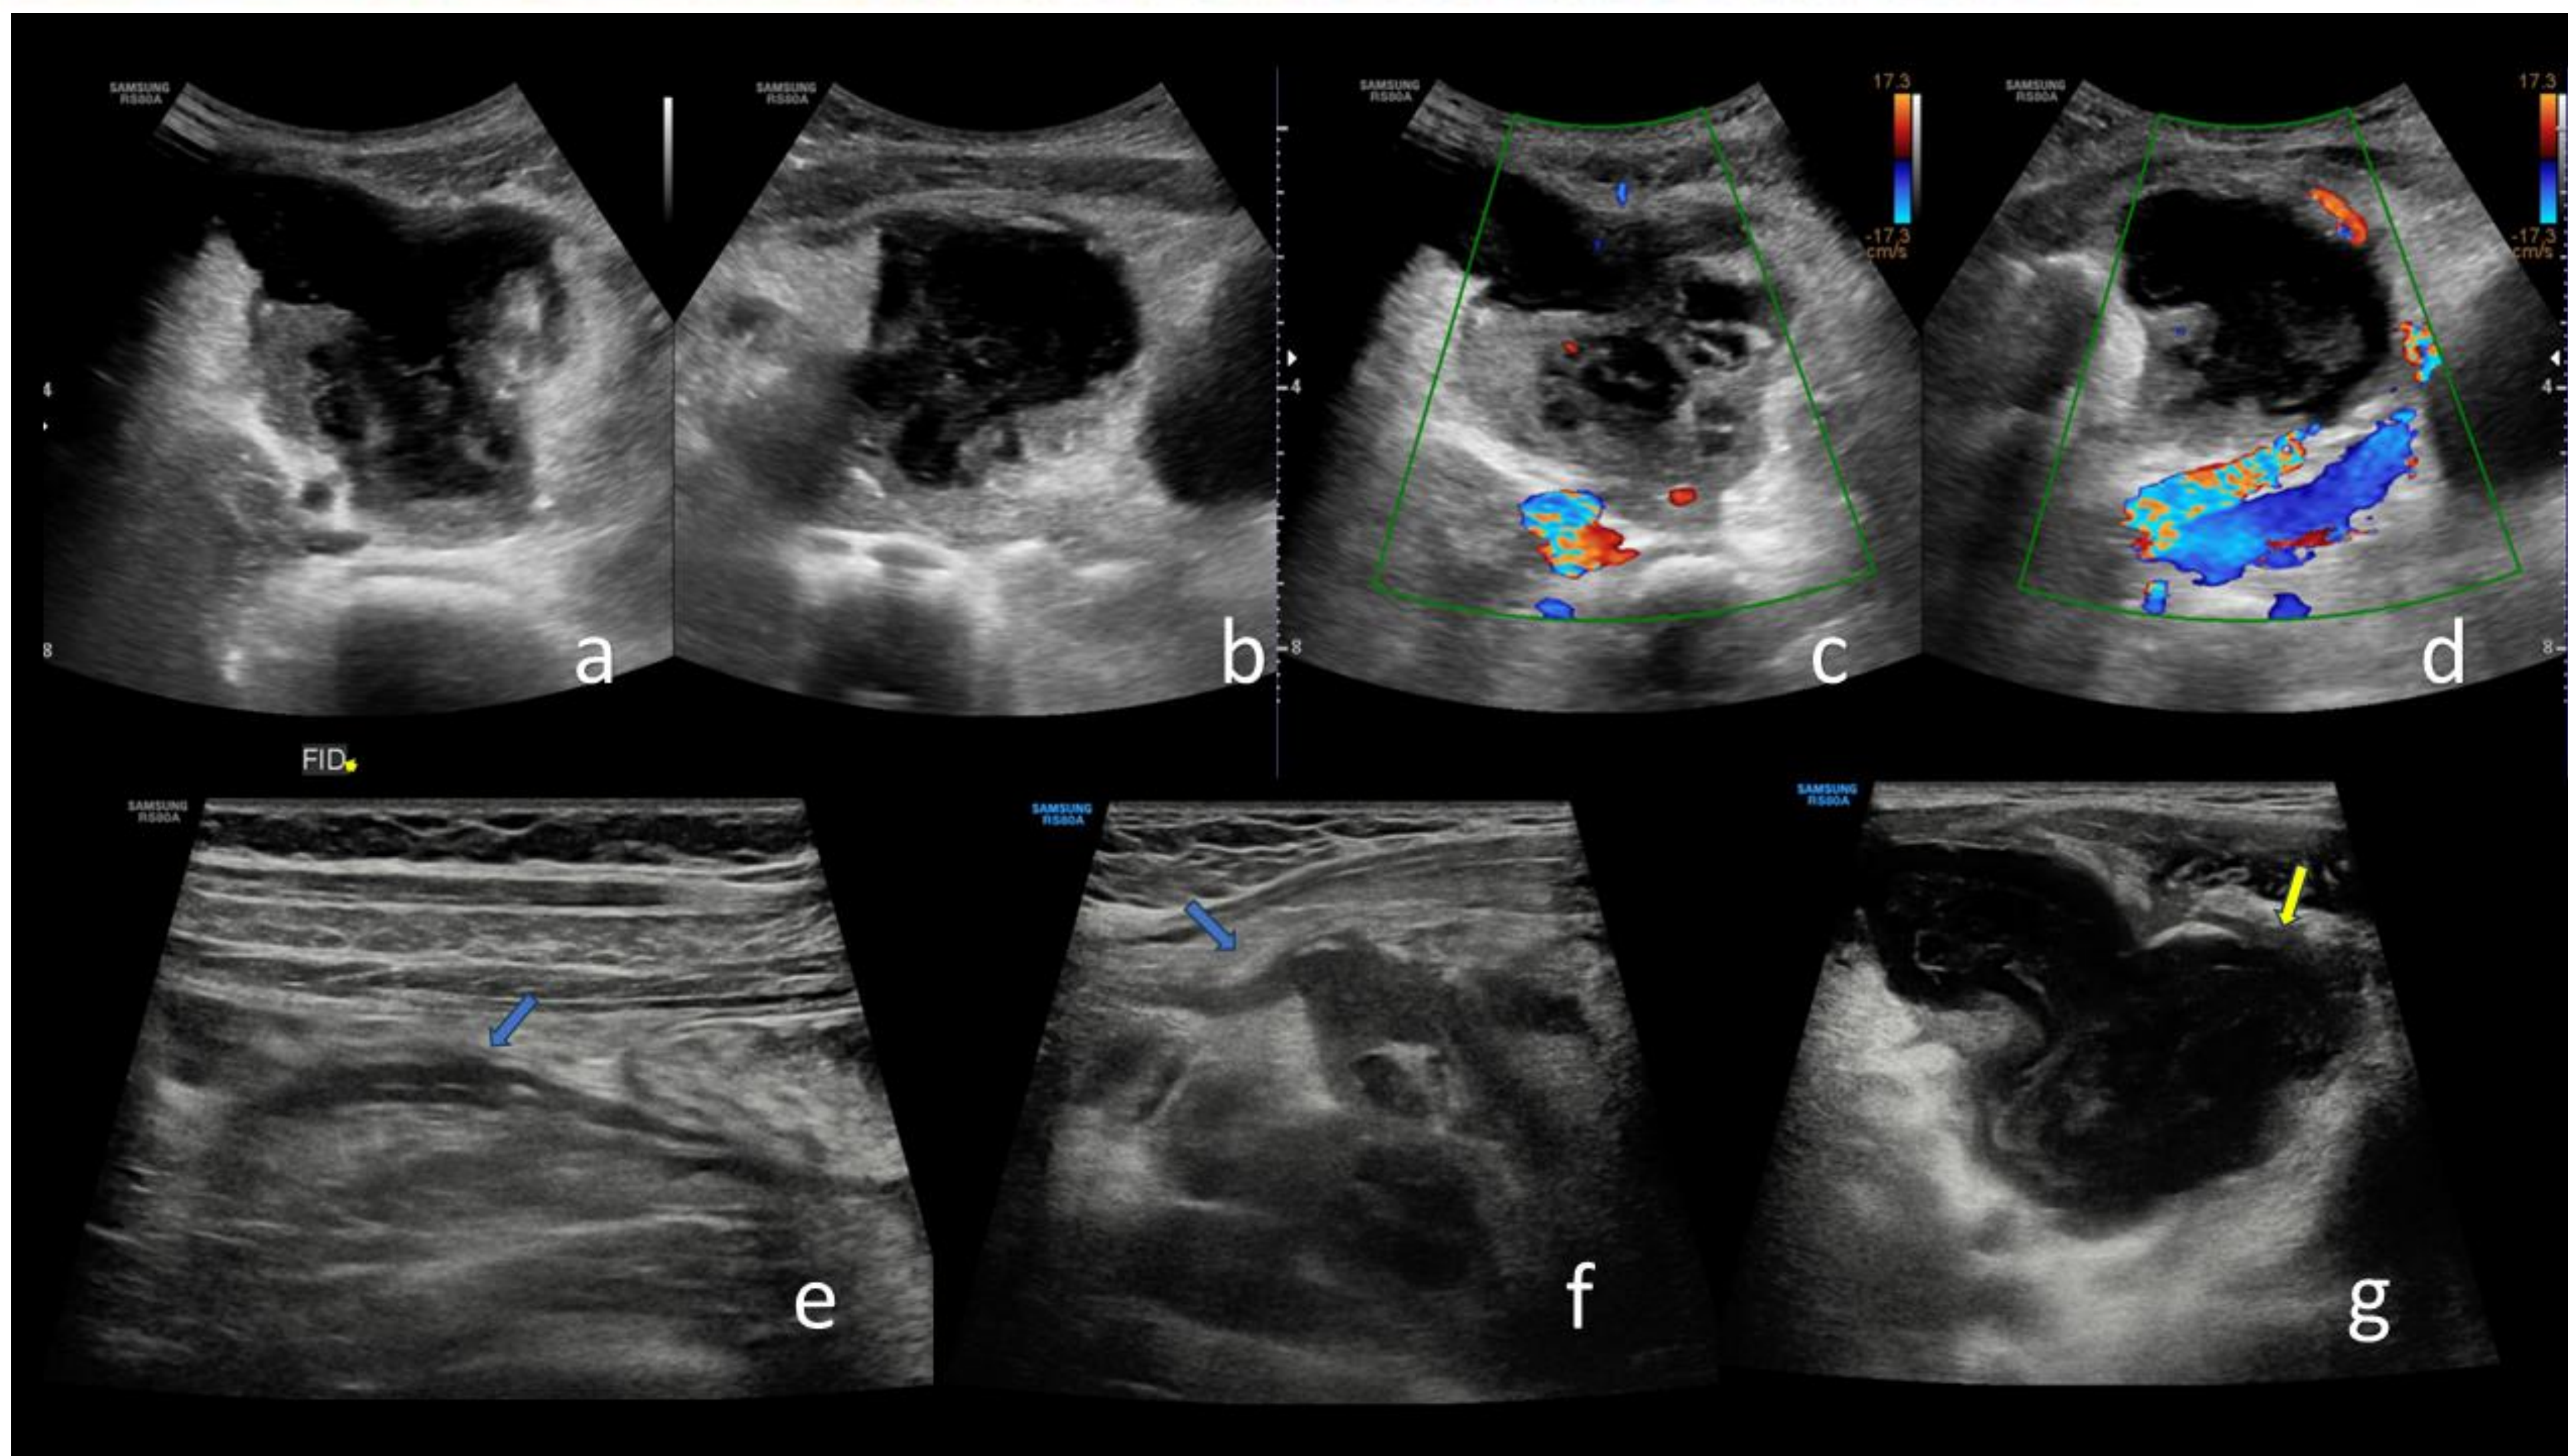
Paciente femenina de 9 años acude con sospecha de apendicitis aguda. En la exploración ecográfica se identifica en FID una colección de contenido heterogéneo con ecos y algunos septos en su interior (a, b). La colección presenta una pared gruesa de aspecto en capas bien definidas (g, flecha amarilla) con aumento de su vascularización en el modo Doppler (c, d), la cual se comunica con el íleon terminal. La morfología de la colección es lobulada y aspecto triangular en su vertiente superior, (a, c, g) donde se identifica una estructura ecogénica lineal y gruesa que comunica con el ombligo (e, f, flechas azules). Hallazgos sugestivos de Divertículo de Meckel complicado con diverticulitis. *Servicio de Radiodiagnóstico, Hospital Infantil Universitario “Niño Jesús”, Madrid – Madrid, España, 2024.*
